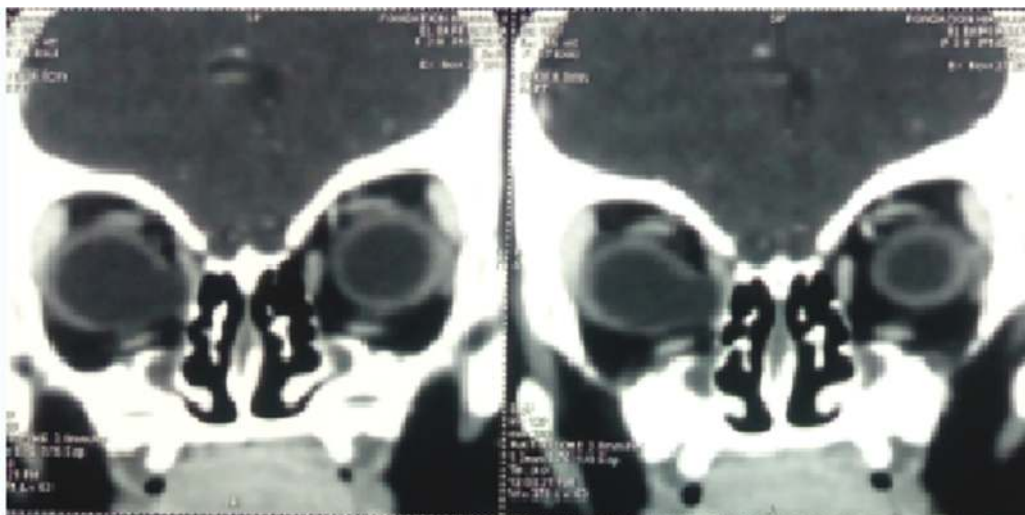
TDM orbitaire coupe frontale : défaut focal inféro-médial de la paroi du globe oculaire droit.
